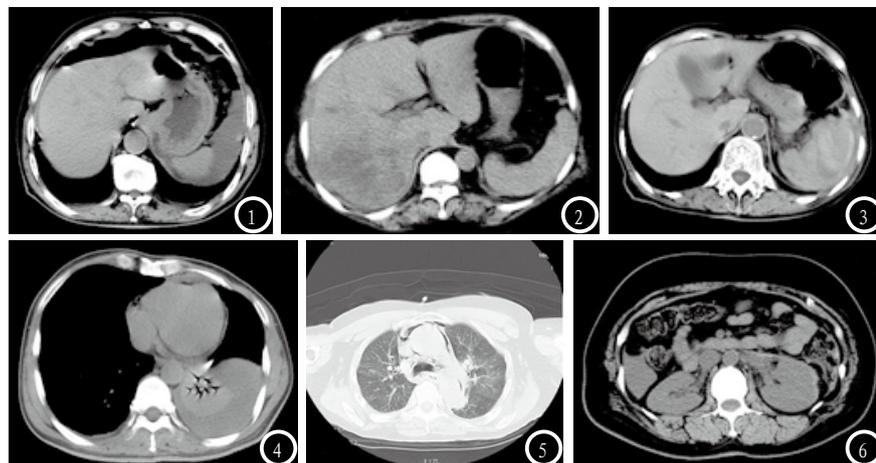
胸腹部外伤患者的CT图像。图1 为肠道破裂并腹腔积气积液。图2 为肝脏右叶挫伤。图3 脾挫伤并包膜下血肿形成。图4 左侧胸腔积血并下叶部分肺不张。图5 纵隔气肿。图6 左肾挫伤并包膜下血肿形成。
